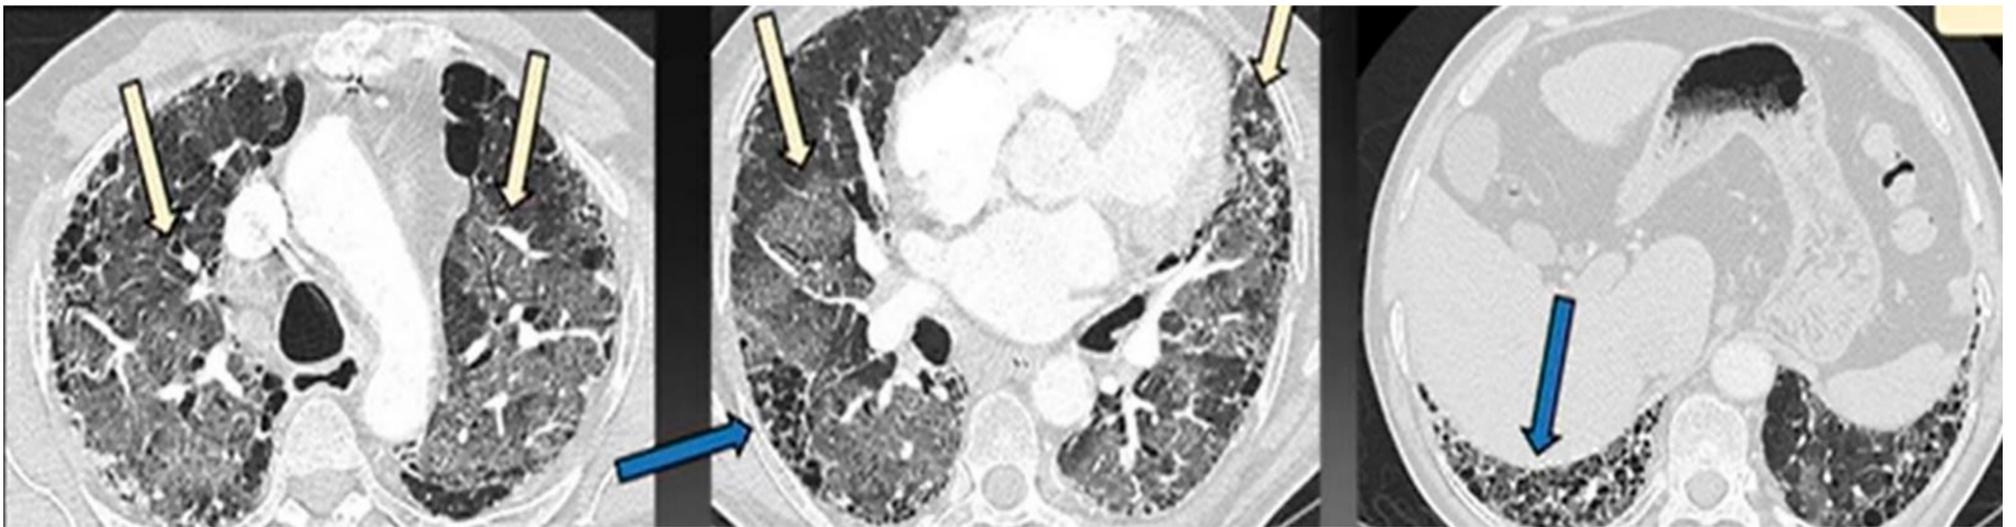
TC de tórax con opacidades en vidrio deslustrado bilaterales (flechas amarillas) sobre fondo de áreas de fibrosis establecida con patrón en panal y bronquiectasias de tracción (flechas azules).
